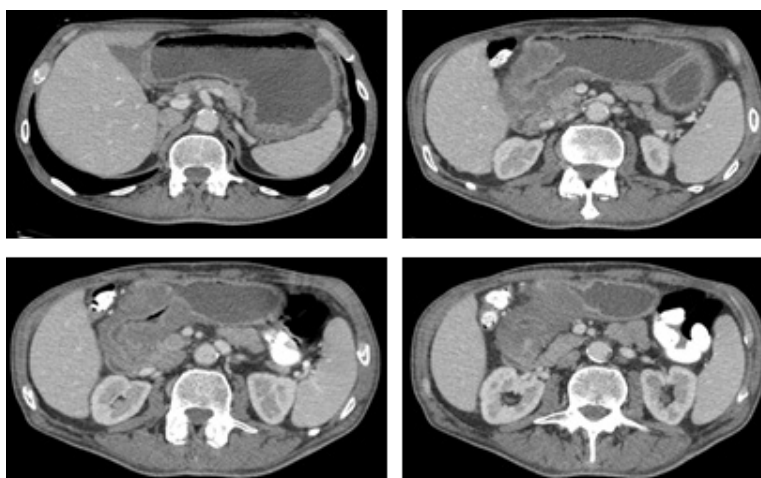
Tomografia de abdome evidenciando distensão gástrica importante, assim como espessamento parietal difuso de antro e piloro.
